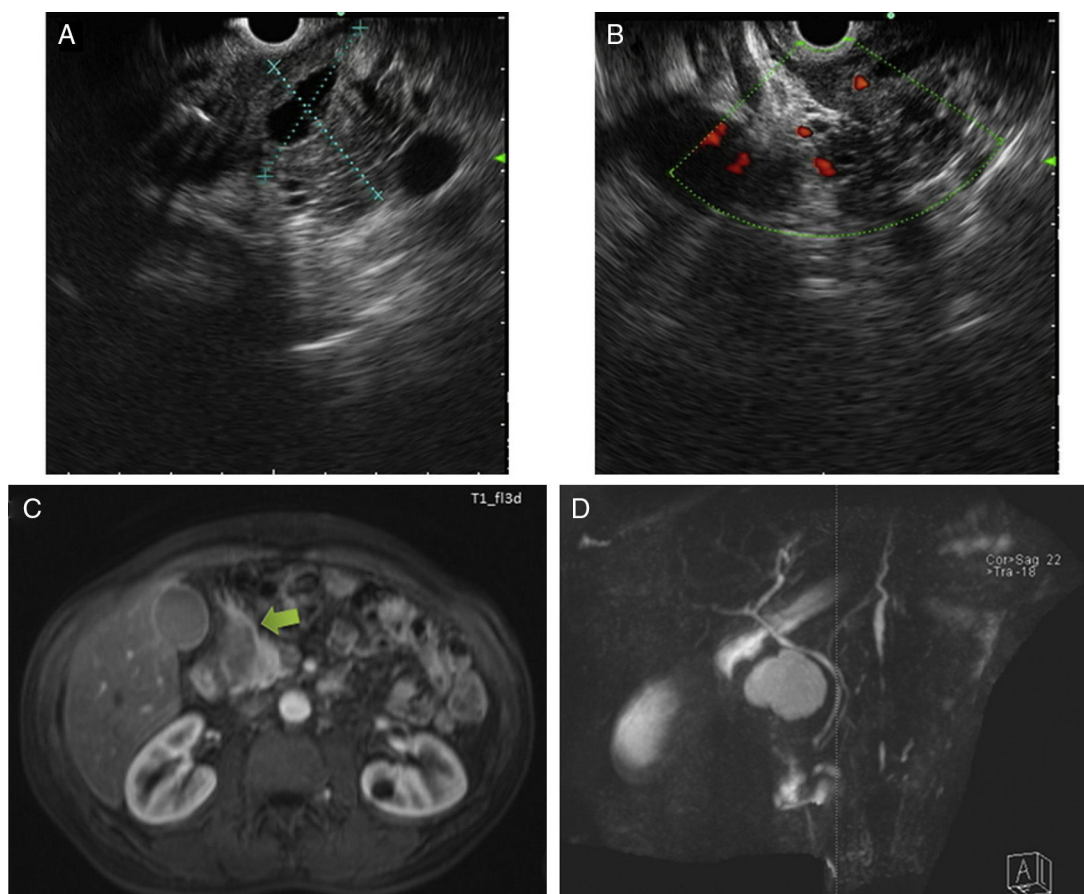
A y B) El ultrasonido endoscópico definió una lesión en gran parte hipoeoica, con algunas áreas anecoicas y límites poco definidos. El ultrasonido Doppler a color fue negativo para flujo vascular. C y D) La imagenología por resonancia magnética muestra una lesión hiperintensa espontánea en T1 y T2 en proximidad de la arteria gastroduodenal, sin captación después de la administración de gadolinio. No se observó comunicación con el ducto biliar común o el ducto pancreático.
